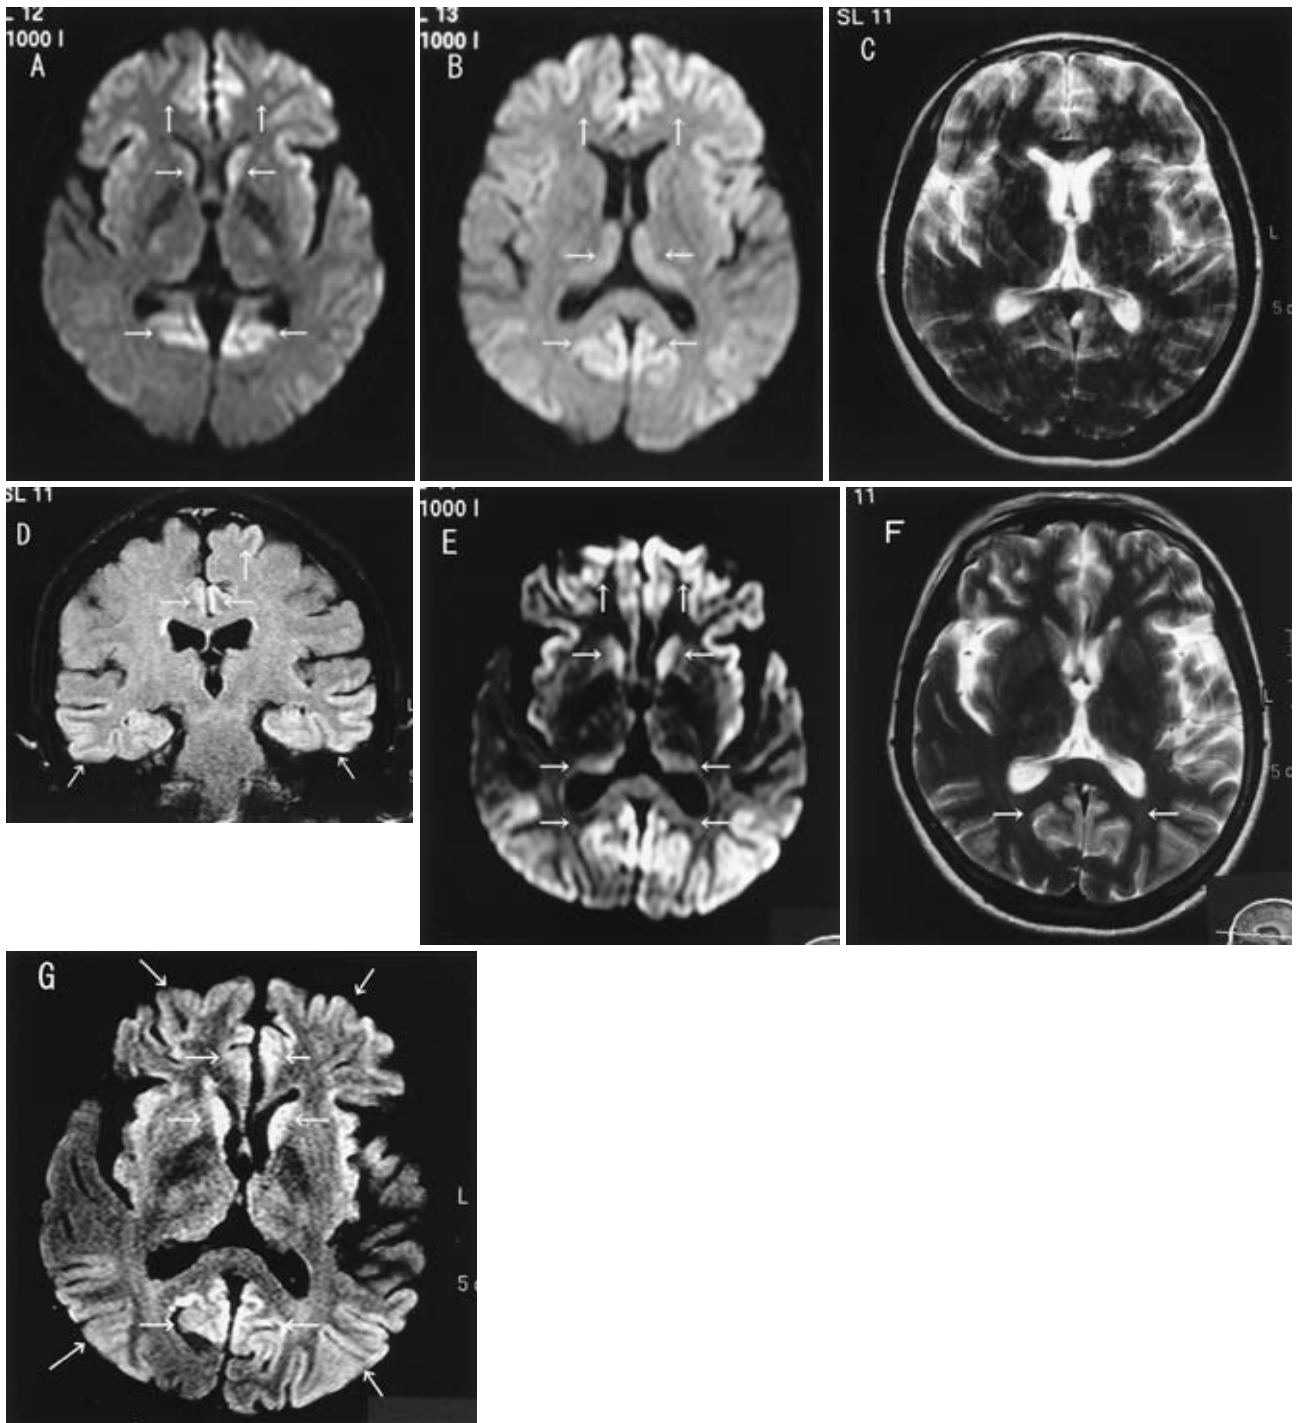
Axial (A, B, C) and coronal (D) MRI (PHILIPS Intera 1.5T) of the brain on admission and axial MRI on 60 days later (E~G)
